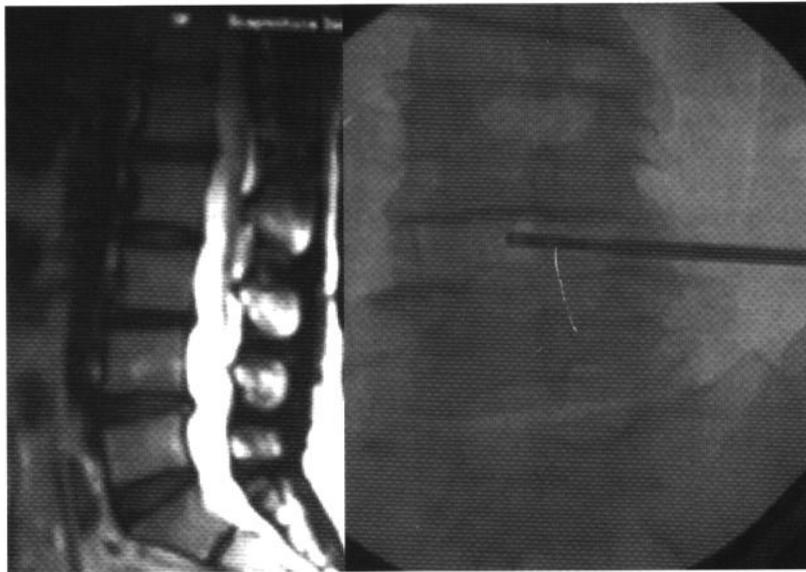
Piccola protrusione del disco L4-L5 trattata con coblazione e discectomia (DiscFix): RMN a sx, con la scopia si controlla la corretta posizione del catetere (a dx).
